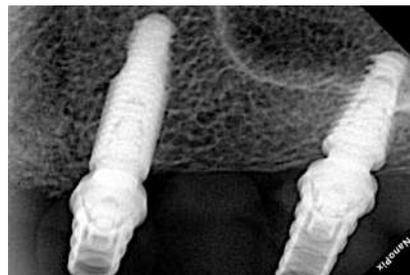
Radiografía dentoalveolar del cuadrante superior izquierdo.
